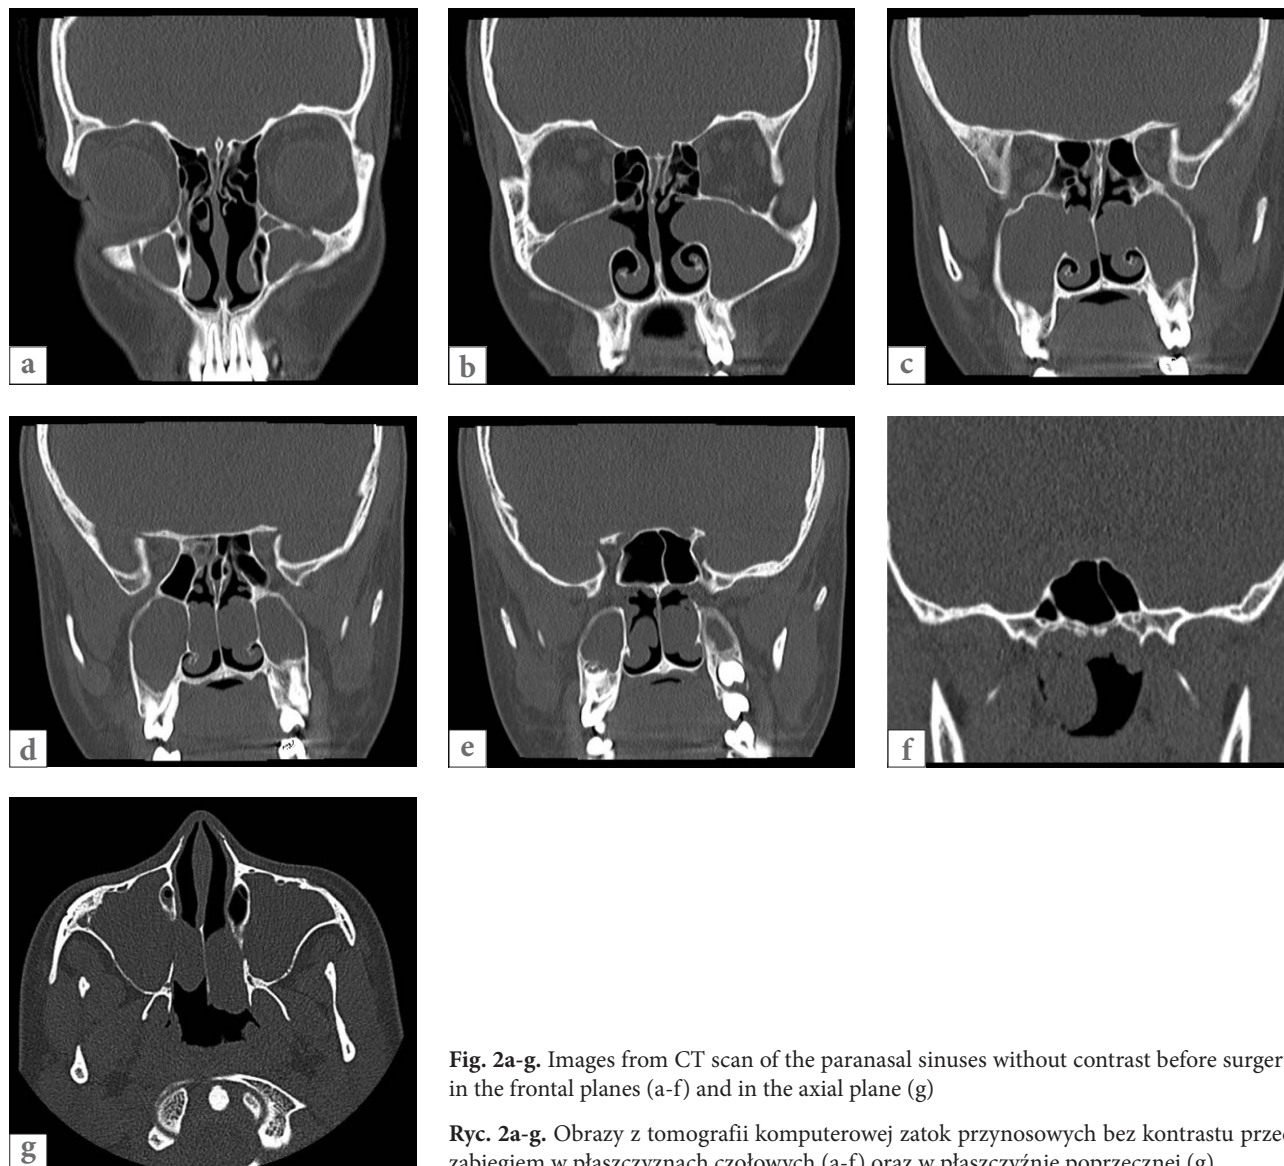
Images from CT scan of the paranasal sinuses without contrast before surgery in the frontal planes (a-f) and in the axial plane (g)
